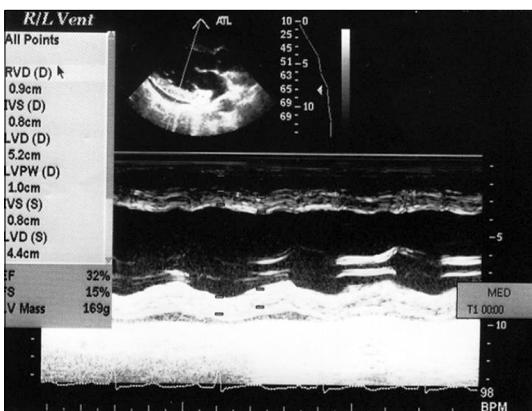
Transthoracic echocardiography (M-mode echocardiography) shows a borderline left ventricular end-diastolic dimension (LVEDD) dilatation, decreased ejection fraction (32%) and minimal pericardial effusion.
